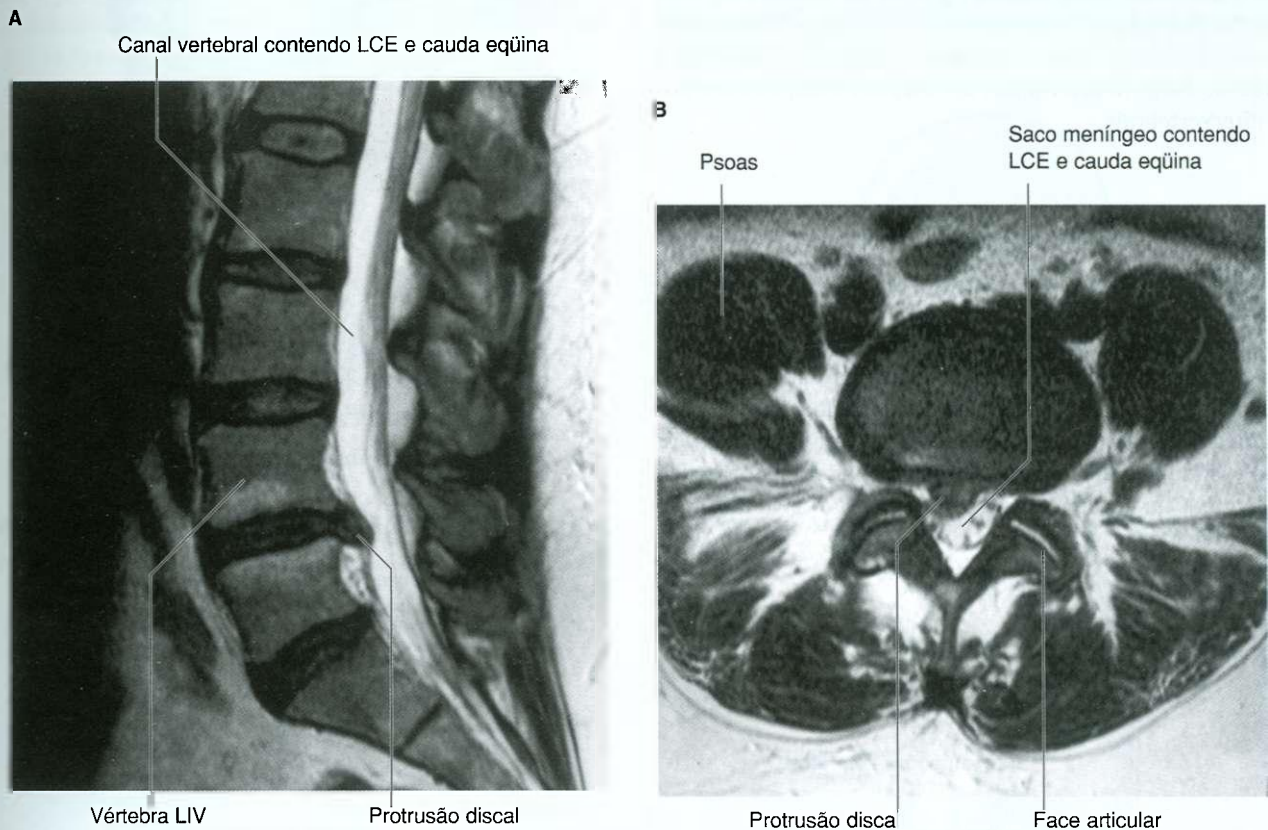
Protrusão discal — imagens de ressonância magnética na região lombar (T2) da coluna vertebral. A. Plano sagital. B. Plano axial.
